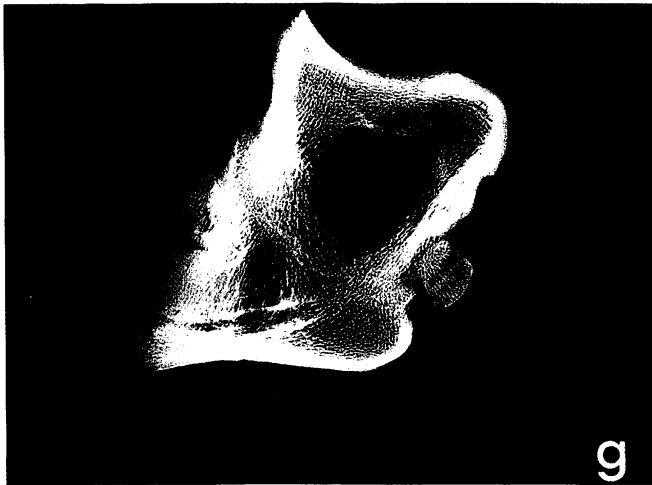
Ankylose sämtlicher Klauengelenke der Schultergliedmaßen sowie der der Außenklauen der Beckengliedmaßen. Fleckvieh-Jungrind, männlich, 8 Monate (Rind 2). Röntgenaufnahmen der Gelenkschnitte im seitlichen Strahlengang. Röntgenaufnahme des a) lateralen Klauengelenkes der rechten und c) linken Schultergliedmaße: subtotale, deformierende Ankylose; verengter dorsaler Gelenkspalt partiell durchbaut. Klauensesambeine rudimentär. b) Röntgenaufnahme des medialen Klauengelenkes der rechten Schultergliedmaße: dorsaler und palmarer Teil des Gelenkspaltes frei; Knochenbälkchen im parazentralen Gelenkspalt. Lakunäre Knochendefekte in der Facies articularis des Klauenbeins. Klauensesambein lediglich mit dem Kronbein verbunden, letzteres stark verkürzt und deformiert. d) Röntgenaufnahme des medialen Klauengelenkes der linken Schultergliedmaße: subtotale Ankylose der dorsalen Gelenkabschnitt. Im palmarischen Teil netzförmige Knochenbälkchen. Lakunäre Defekte in der Facies articularis des freien zentralen Gelenkspaltes. Klauensesambein lediglich mit dem Kronbein artikulierend, dieses verkürzt und deformiert. e) Röntgenaufnahme des lateralen Klauengelenkes der rechten Beckengliedmaße: subtotale deformierende Ankylose, verengter kranialer Gelenkspalt mit feinen Knochenbälkchen überbrückt. g) Röntgenaufnahme des lateralen Klauengelenkes der linken Beckengliedmaße: totale deformierende Ankylose. f und h) Röntgenaufnahme der medialen Klauengelenke der Beckengliedmaßen: Gelenkspalt frei, Artikulationsflächen unauffällig.
